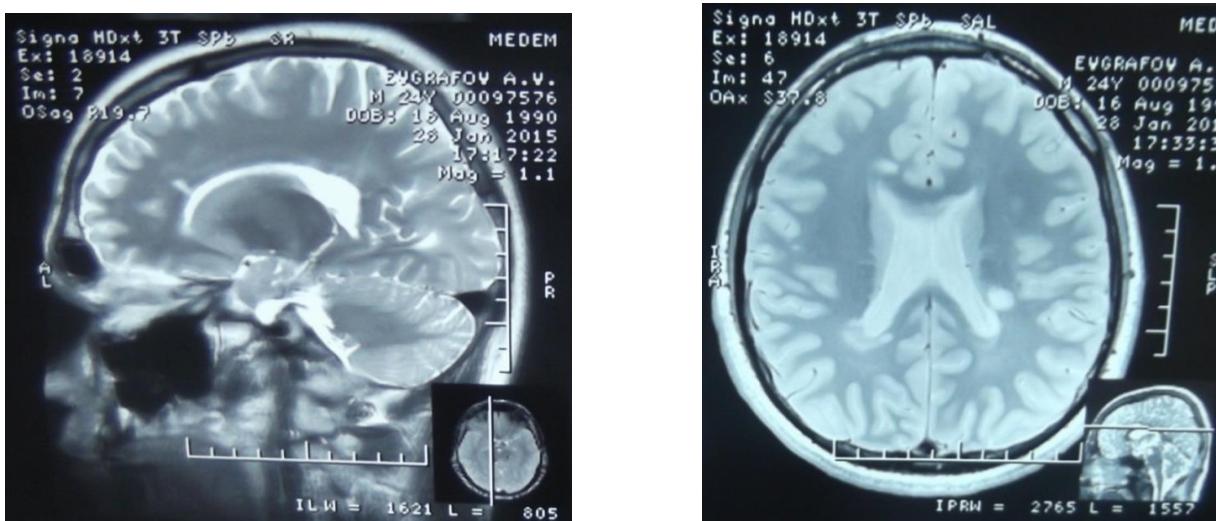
МРТ-картина мультифокального клинически изолированного синдрома
